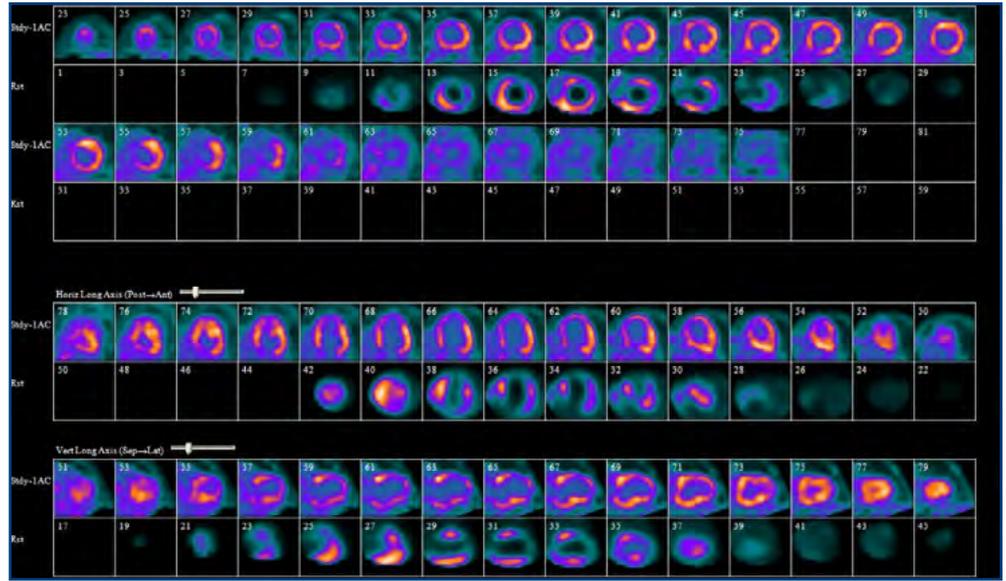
Imagens de PET com FDG e de SPECT perfusão com Tc-99m, ambas adquiridas em repouso. As imagens de perfusão mostram um defeito de captação do radiotraçador nas áreas apical, anterior e lateral, enquanto que nas imagens com FDG ocorre captação nestas áreas, demonstrando viabilidade miocárdica.
